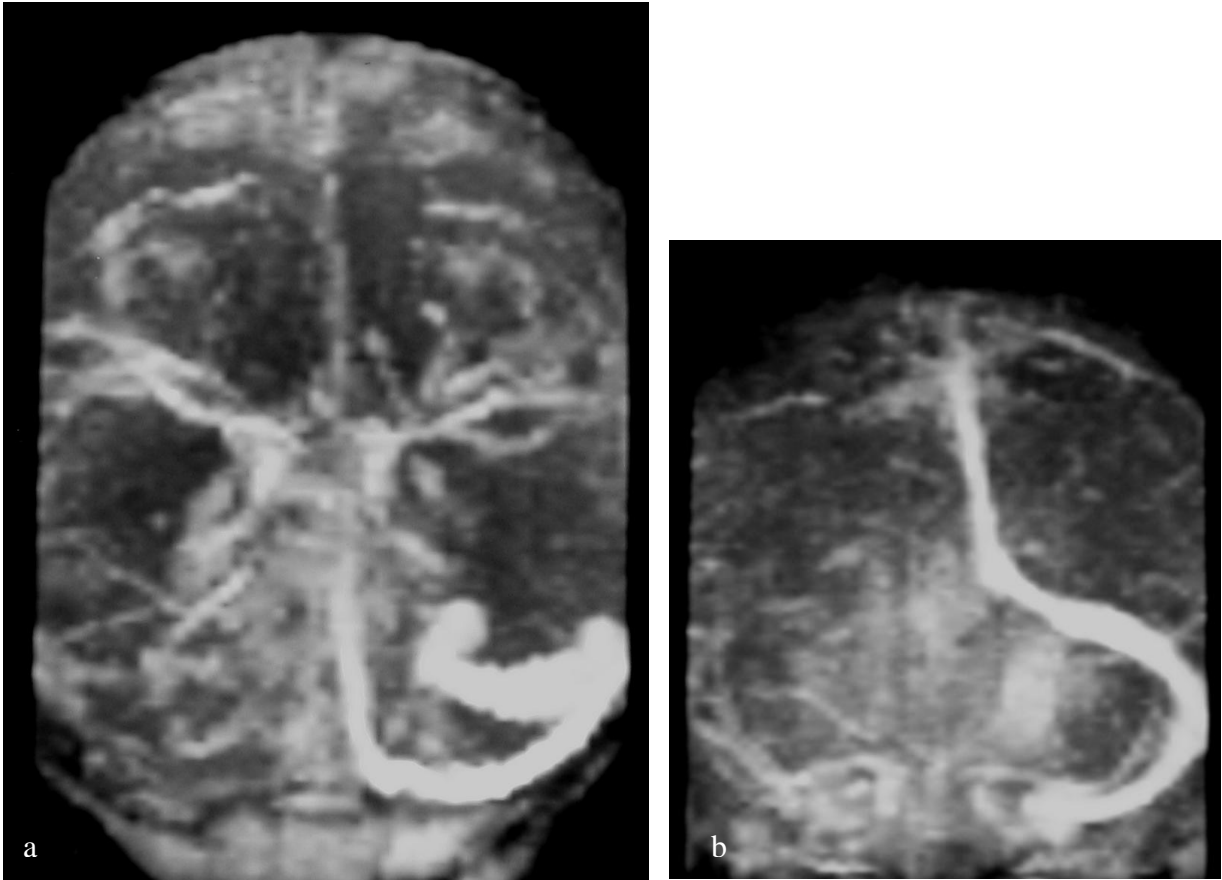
Femenino de 11 años de edad con Leucemia Aguda y crisis convulsivas. a) Imagen de venorresonancia de la base del cráneo, b) en las que se muestra ausencia de señal en los senos venosos transversos y sigmoideo derechos en relación a trombosis.
